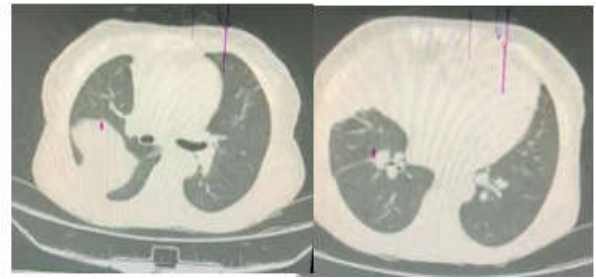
Tomografia de tórax. Janela de pulmão. Fonte: prontuário médico. Dados autorizados por meio de termo de consentimento e livre esclarecimento
